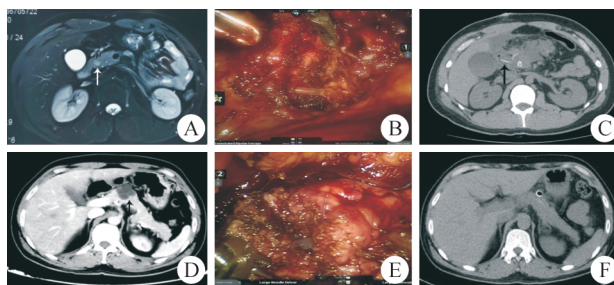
机器人胰腺局部切除术的术前术后影像及术中所见 A. 胰头神经内分泌瘤术前 MR 影像(箭头所示); B. 机器人胰头钩突切除术,术中使用支架管桥接断裂的主胰管; C. 术后复查 CT 显示主胰管支架管在位(箭头所示); D. 胰体囊腺瘤术前 CT 影像(箭头所示); E. 机器人胰腺中段切除、胰腺端端吻合术(主胰管内置支架管); F. 术后 CT 复查显示胰腺轮廓正常,局部无积液
